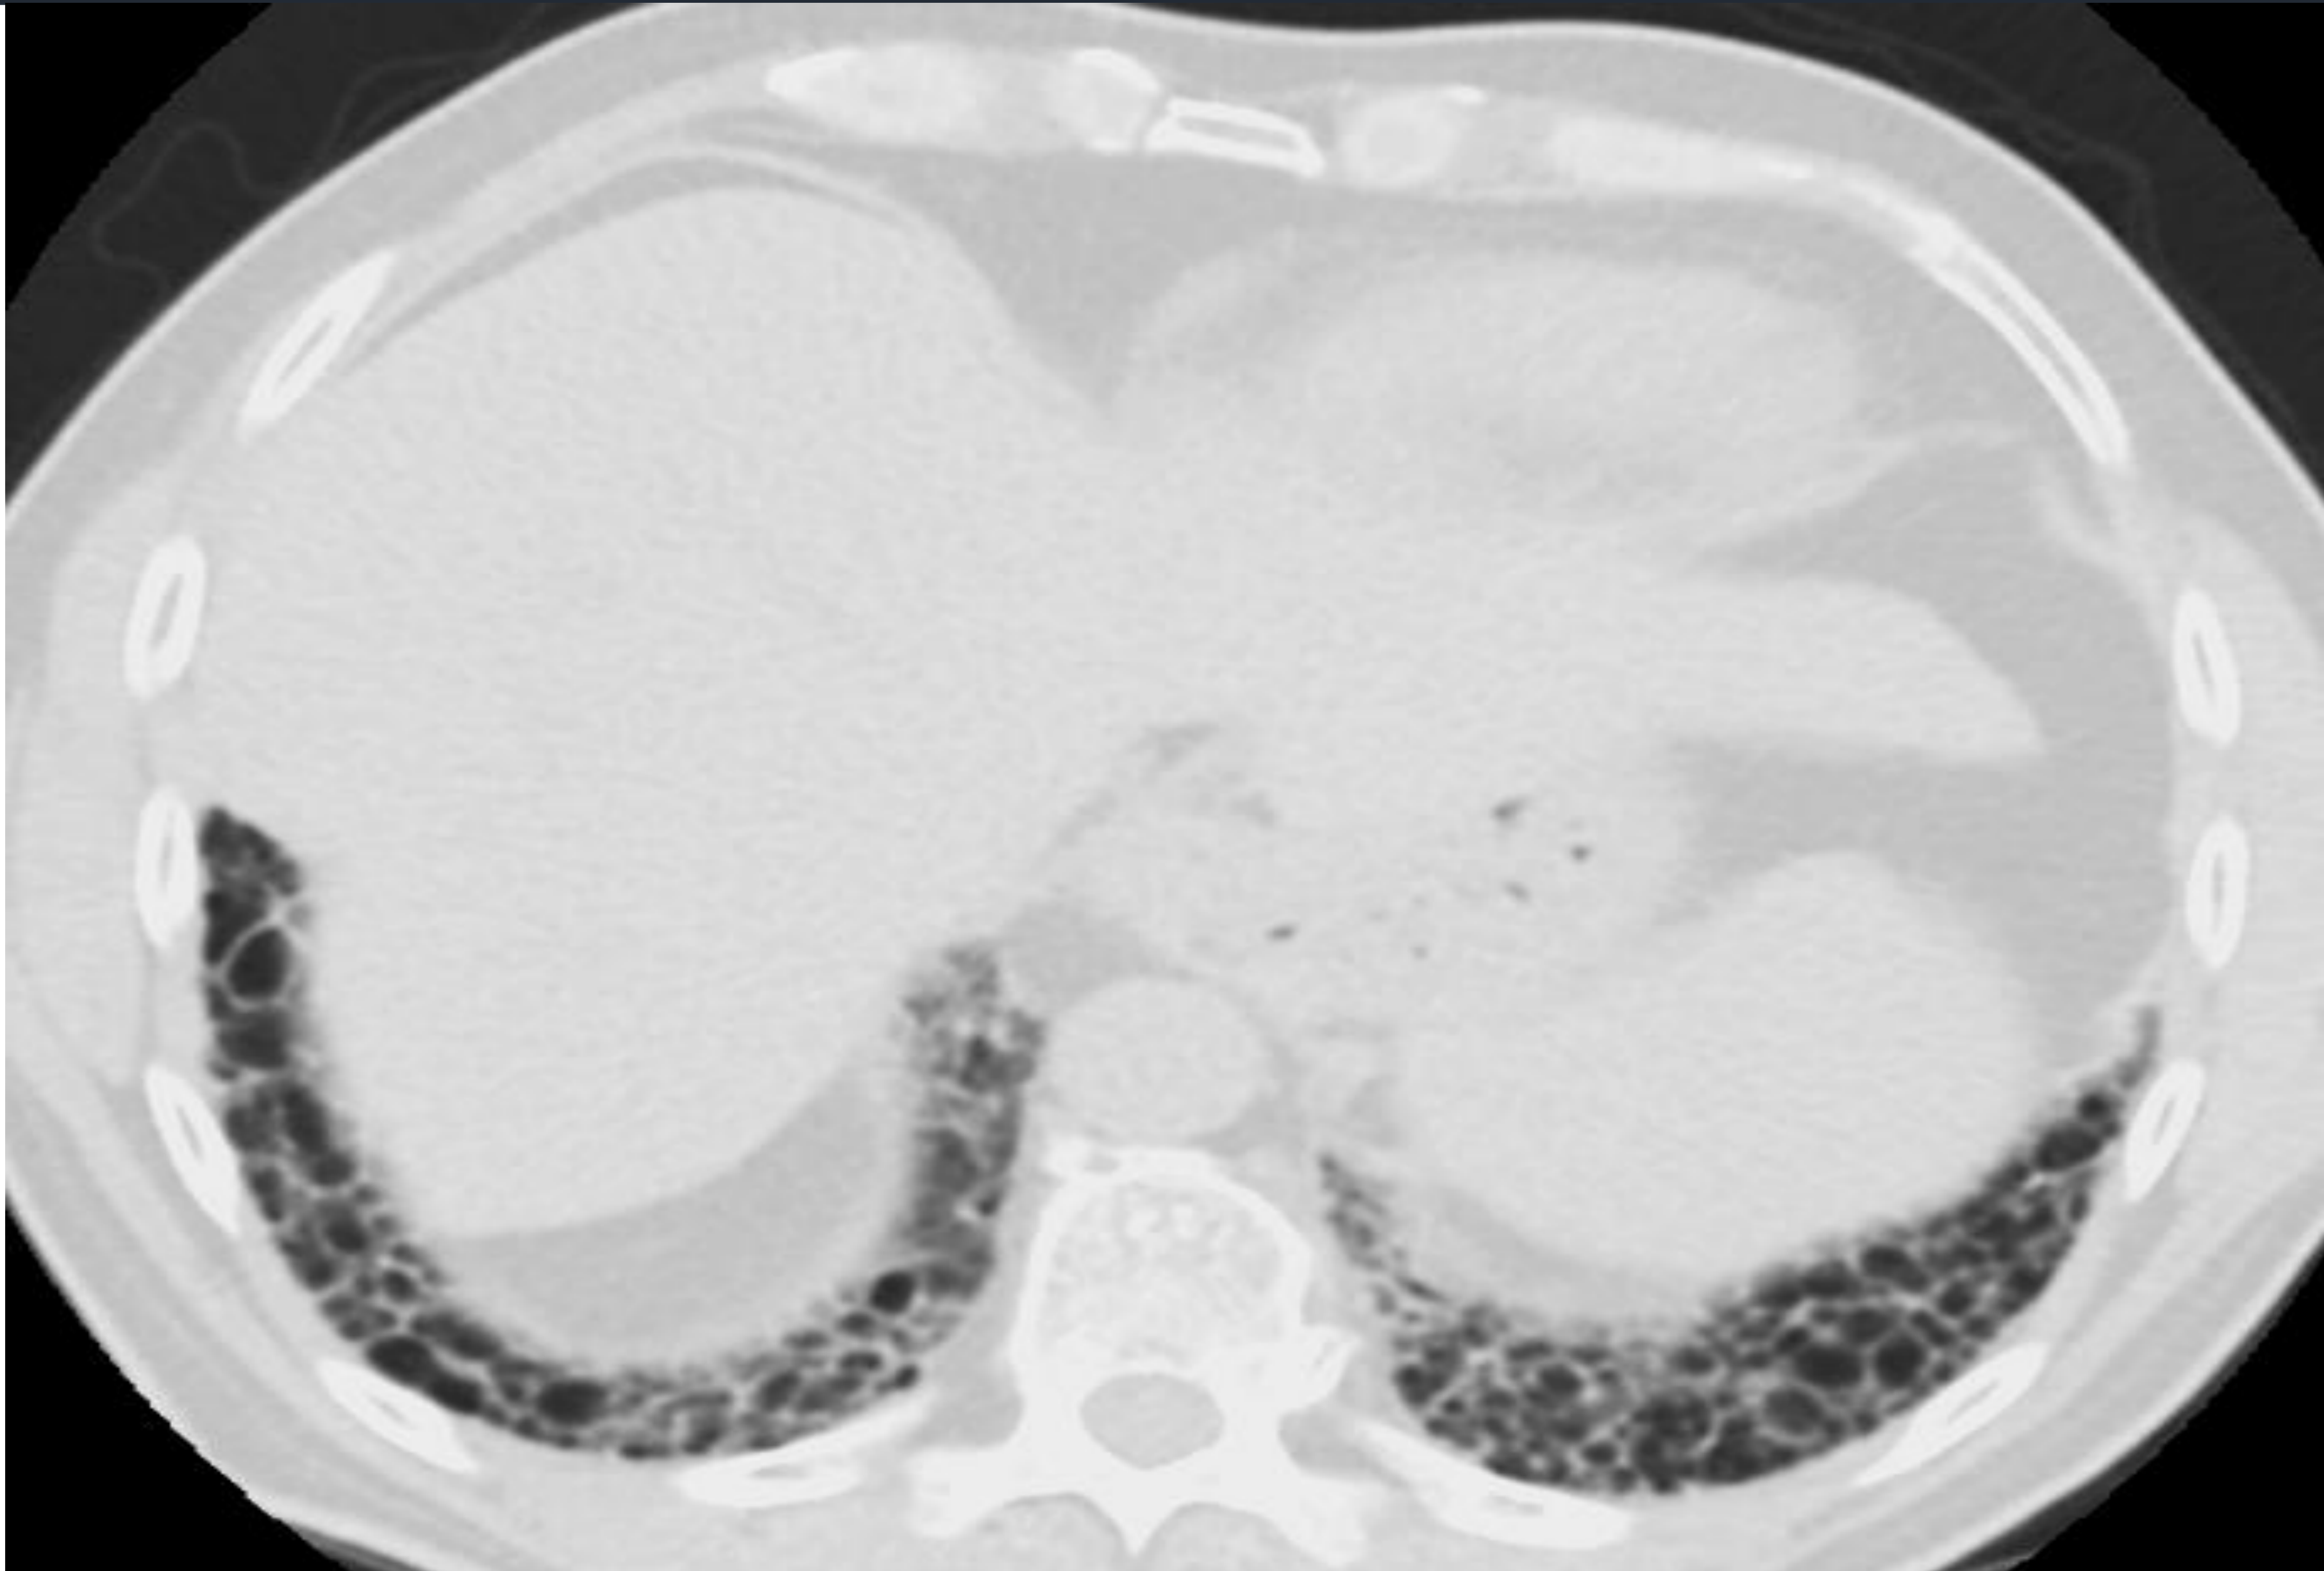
TC en plano axial y sagital: ventana parénquima.
